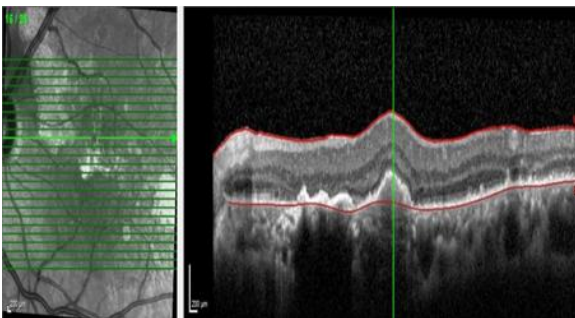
Aflibercept 1. Doz Sonrası Optik Koherens Tomografi Görüntüsü
